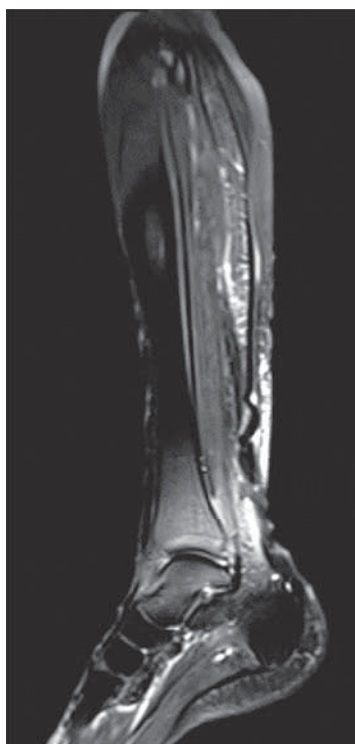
Resonancia magnética nuclear inicial a los dos meses de la lesión.
